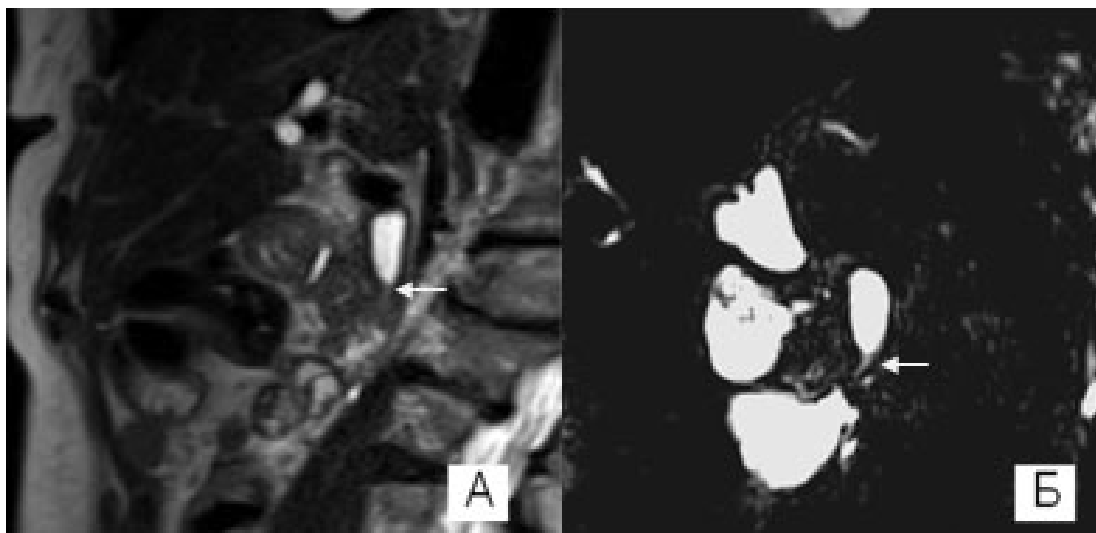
Стриктура терминального отдела общего желчного протока. МРТ.
